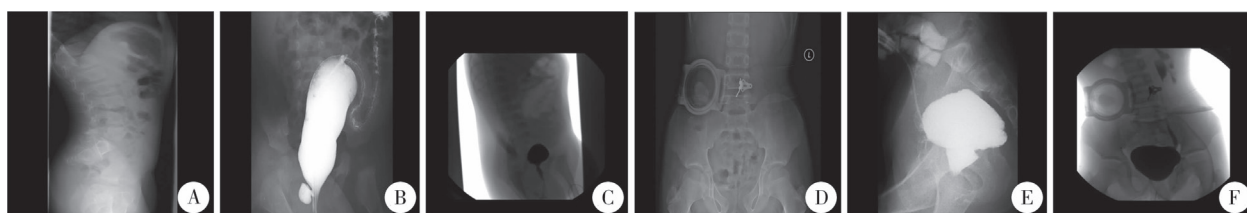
术前影像学检查 注 A:病例 2 腰骶部 X 线平片提示骶骨短小、畸形;B、C:病例 1 会阴部瘘道造影检查提示直肠左后缘憩室,VCUG 提示膀胱体积小,尿道短直;D-F:病例 4 腰骶部 X 线平片提示骶 1 椎板裂,造瘘口瘘道造影检查提示结肠较短,呈球状扩张,VCUG 提示左侧膀胱输尿管反流(Ⅲ级)
